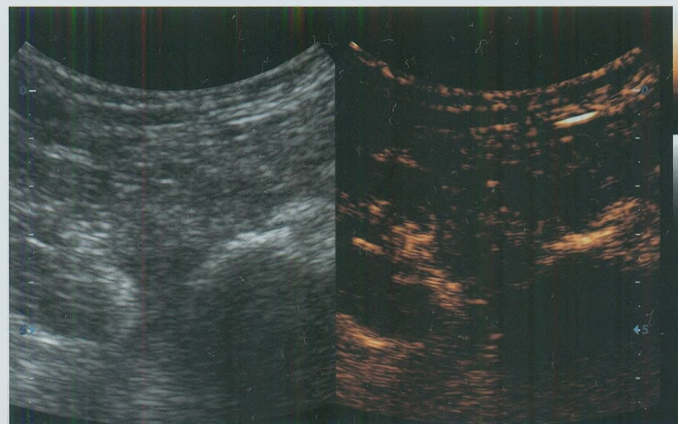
Тот же пациент. КУУЗИ. Начало накопления контрастного препарата в зоне воспалительной инфильтрации. Эхограмма.
